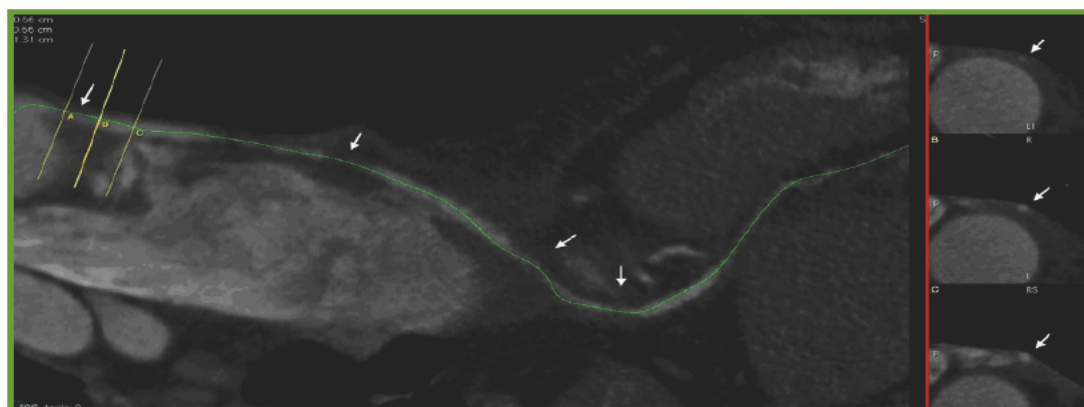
МСКТ-коронарография. Многоплоскостные реконструкции. Множественные гемодинамически значимые стенозы ПКА (белые стрелки)
